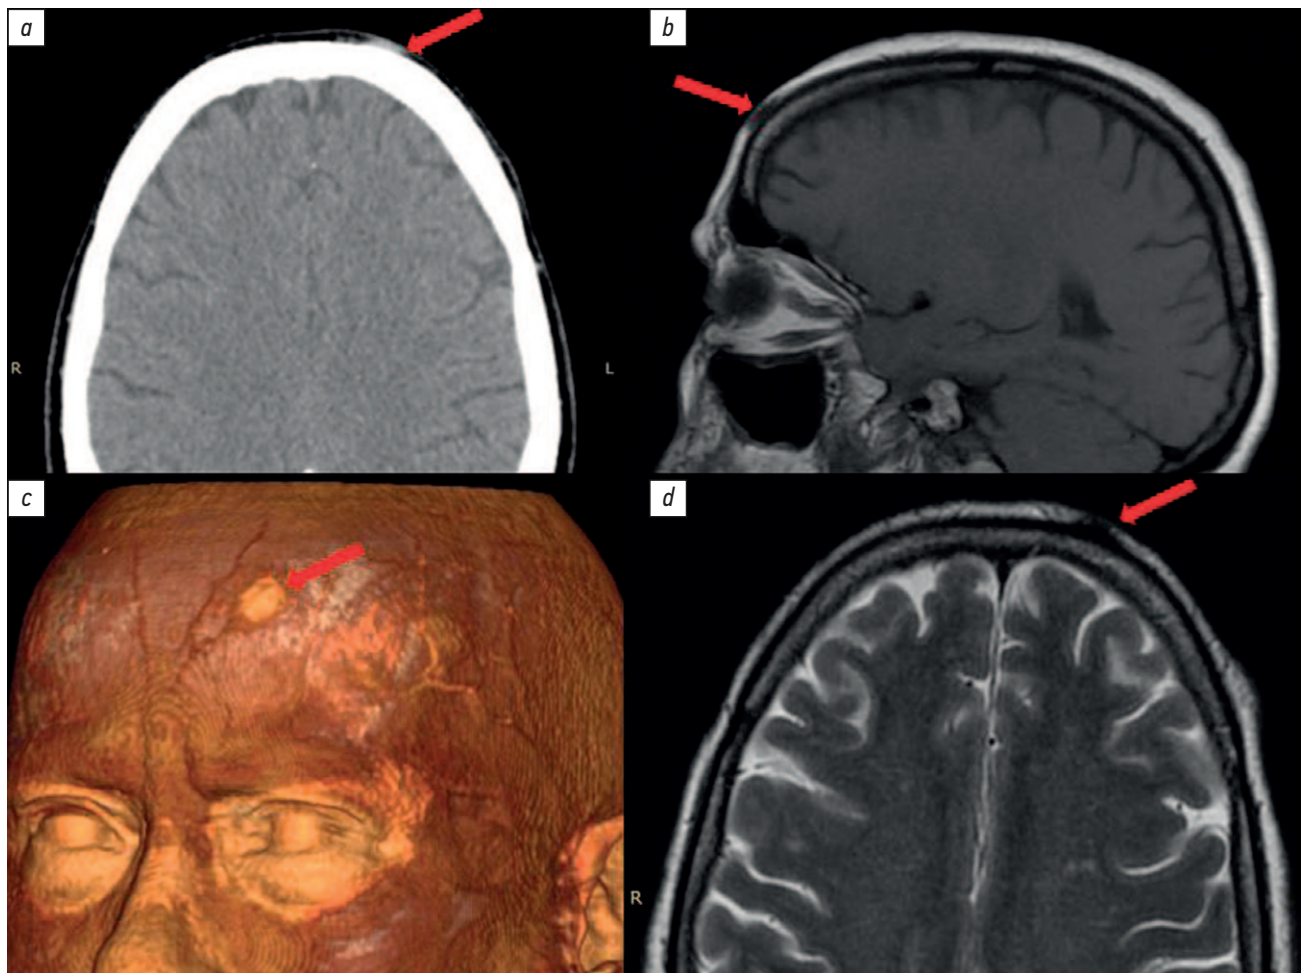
Компьютерная (*a, c*) и магнитно-резонансная (*b, d*) томограммы пациентки: *a* — компьютерная томография в аксиальной проекции; *b* — магнитно-резонансная томограмма в режиме T1 в сагиттальной проекции; *c* — трёхмерная реконструкция компьютерной томографии головы; *d* — магнитно-резонансная томограмма в режиме T2 в аксиальной проекции; красная стрелка указывает на локализацию гельминта *D. repens*.
